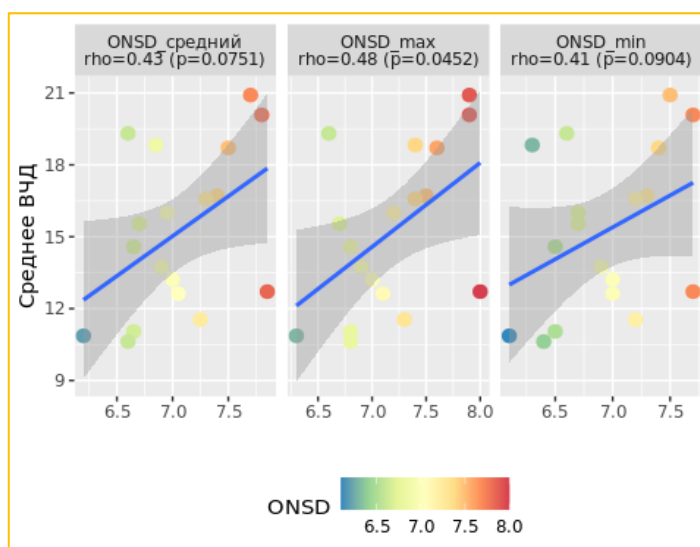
Корреляционная зависимость среднего ВЧД за 48 часов и производных ДЗНО по данным входящей КТ (ОНСД средний- ДЗНО средний, ОНСД max - ДЗНО максимальный, ОНСД min - ДЗНО минимальный)
